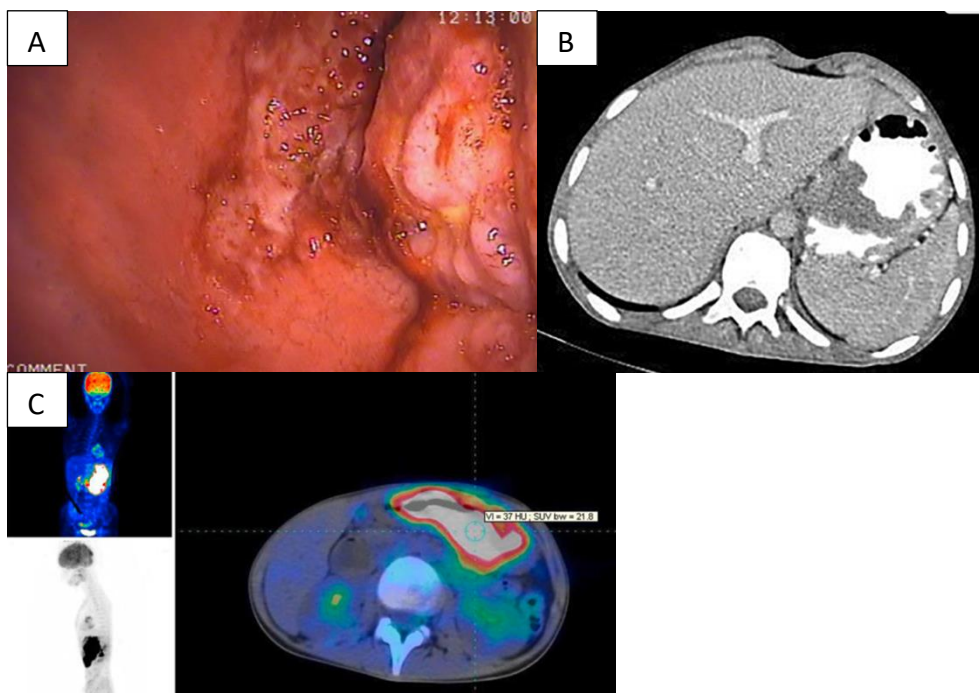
Sexo feminino, 15 anos, quadro de dor abdominal, hiporexia e perda de peso. A: esofagogastroduodenoscopia (EGD) mostrando a massa na curvatura menor do estômago; B: TC do abdome revelando espessamento irregular da parede do estômago; C: PET-CT mostrando captação patológica de FDG na parede do estômago e nos gânglios linfáticos.
